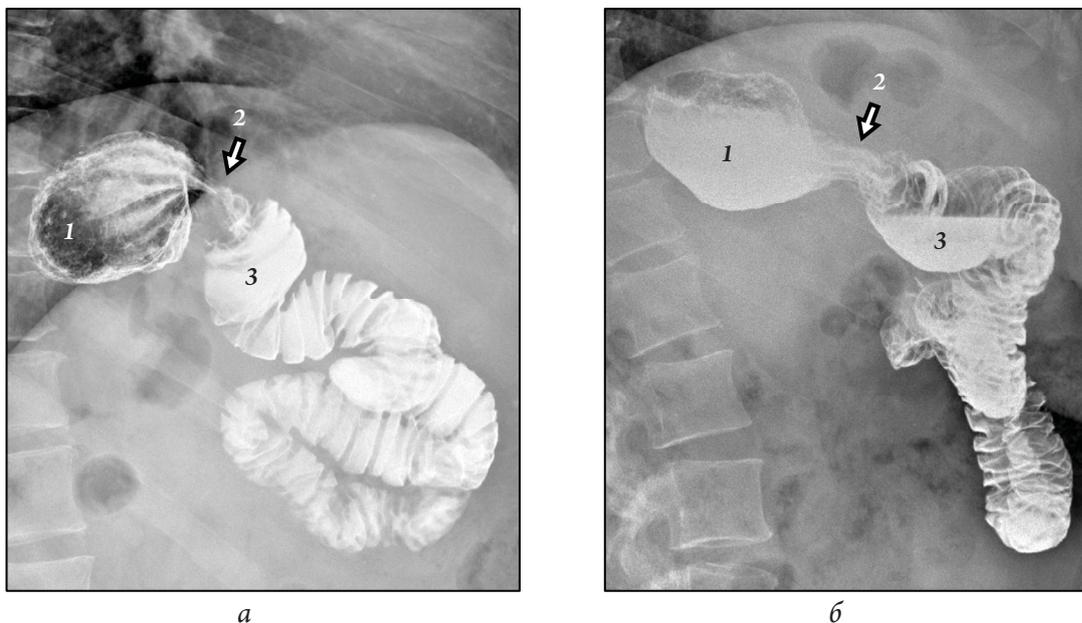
Рентгеноскопия через 18 мес после билиопанкреатического шунтирования: 1 – резервуар желудка с конвергенцией складок слизистой в области анастомоза с алиментарной петлей; 2 – область сфинктерного механизма в состоянии сокращения (а) и прохождения порции контрастного вещества (б) в алиментарную петлю (3)
